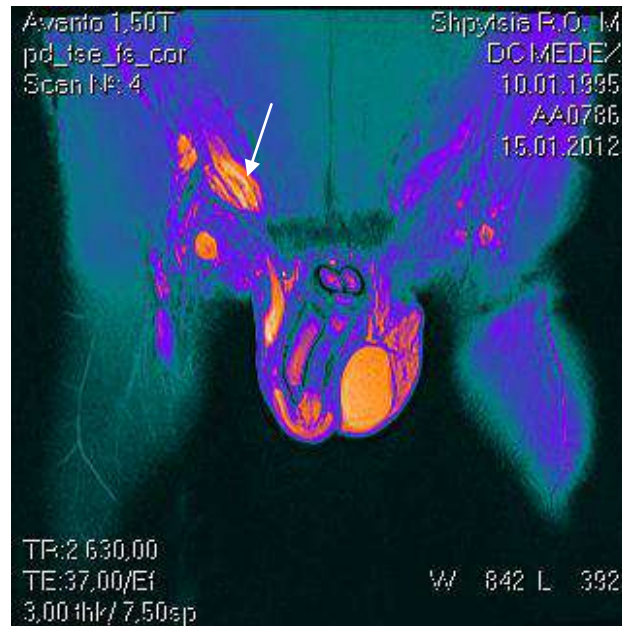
МРТ картина з застосуванням методу кольорового картування в режимі NH у пацієнта Ш. 1995 р. н., з правобічною килою спортсмена
